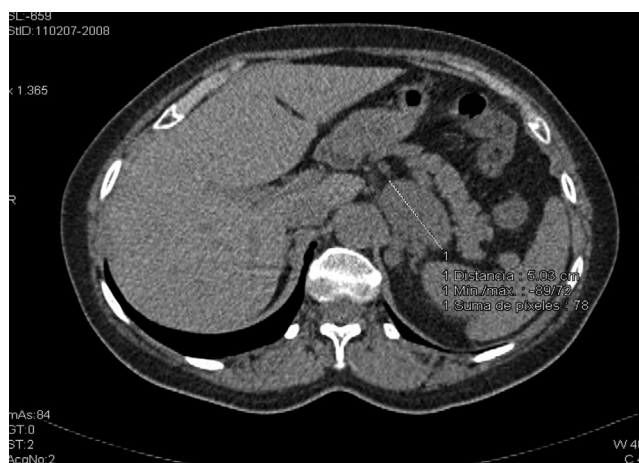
Sección transversal de tomografía computarizada que muestra la lesión adrenal izquierda, con tamaño > 4 cm y atenuación > 10 UH. Ambos datos son orientativos de causas malignas de incidentaloma adrenal, pero este caso es una excepción importante a esta regla.
